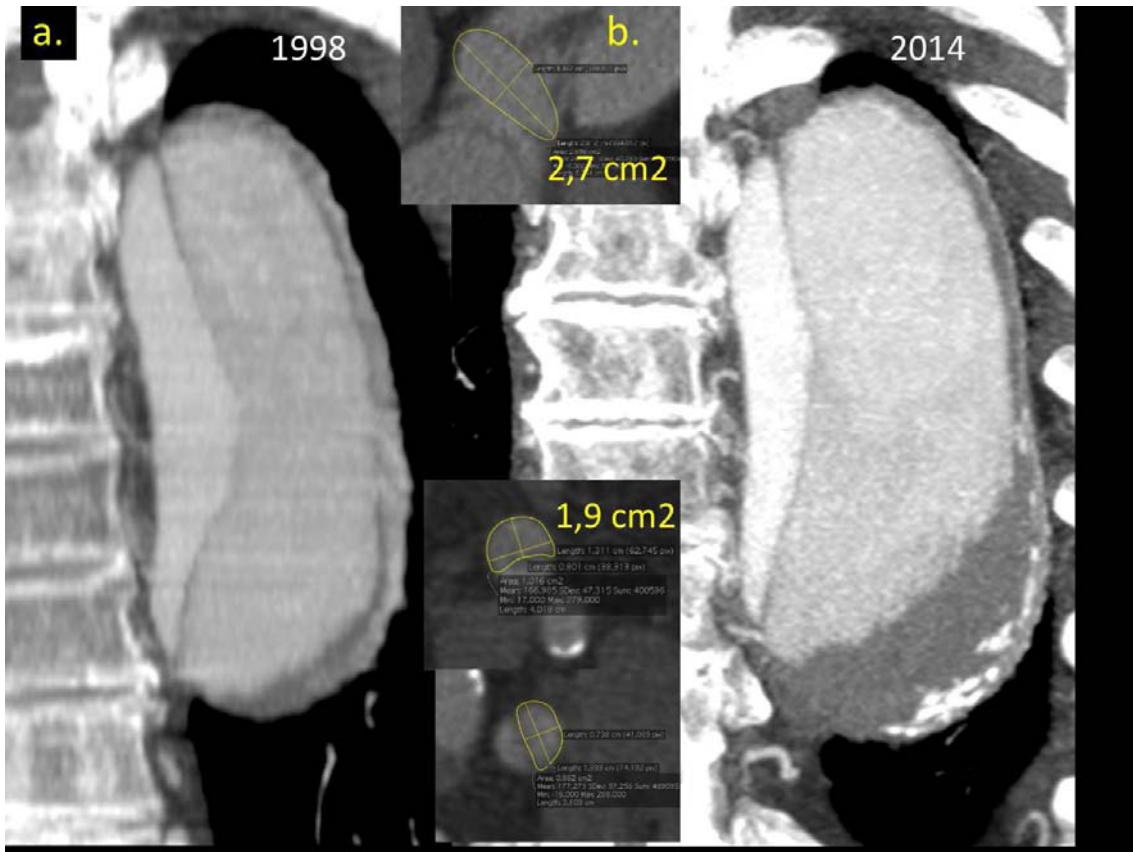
Canvis evolutius a l'aorta descendent en una DAA amb configuració d'estrip proximal de mida gran però no dominant, en imatges coronals de la primera TC disponible (a.) i del darrer control (b.), que mostren una lleu progressió (19 anys de seguiment, taxa d'1,2 mm/a). L'àrea de l'estrip proximal era de 2,7 cm<sup>2</sup> però la de l'estrip distal era d'1,9 cm<sup>2</sup> (suma de dues ilíaques), sense dominància (diferència de 0,3 cm<sup>2</sup>). Les imatges petites corresponen a la planimetria dels estrips.
